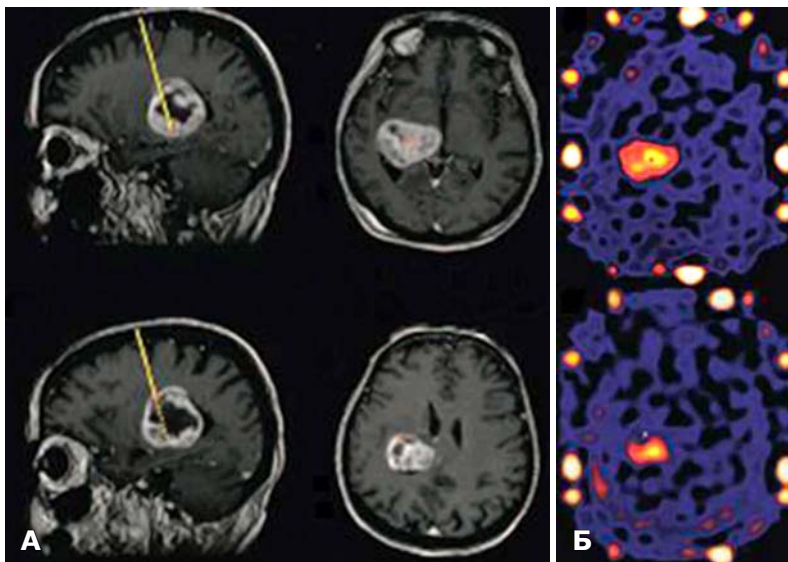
Хворий Б., 44 років. МРТ з парамагнетиком (А) та ОФЕКТ (Б). Обчислені зона та траєкторія серійної СТБ.
